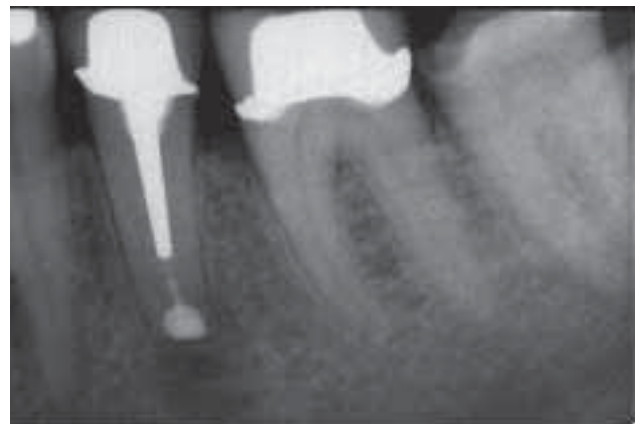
Die 1-Jahres-Röntgenaufnahme zeigt die vollständige periapikale Ausheilung bei 35.
